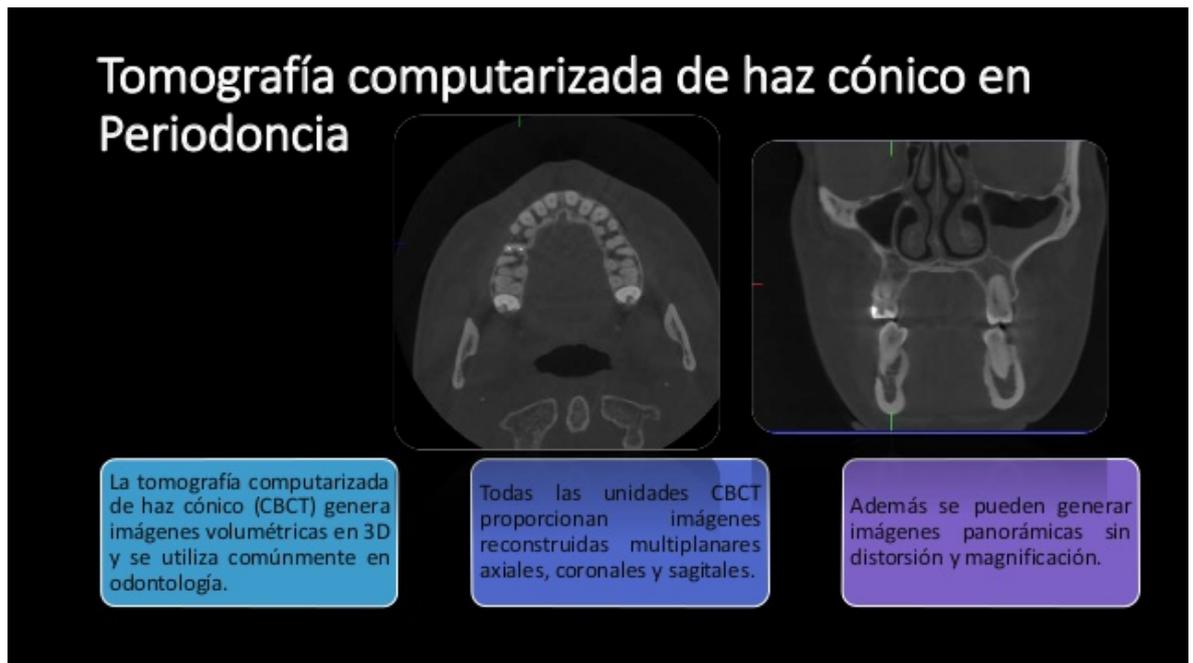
Tomografía Computarizada Haz Cónico. Descripción de la Técnica.¹⁵
